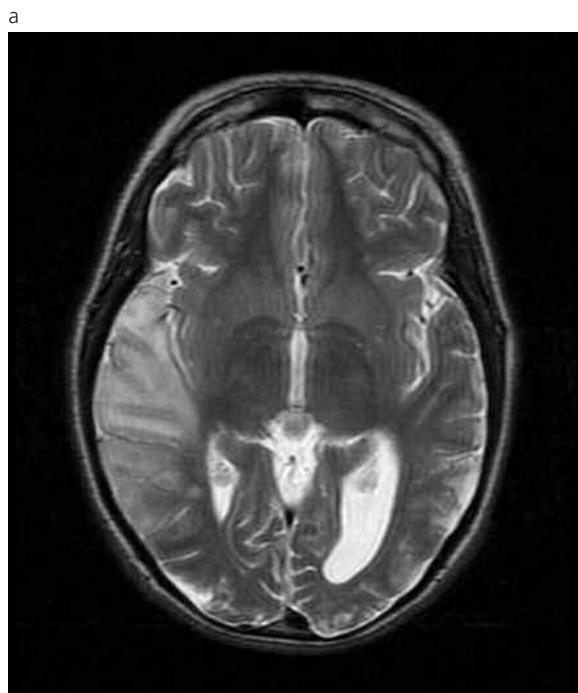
(a y b). RM cerebro sin contraste cortes axiales secuencia ponderada T2. Áreas hiperintensas temporo-occipitales.
